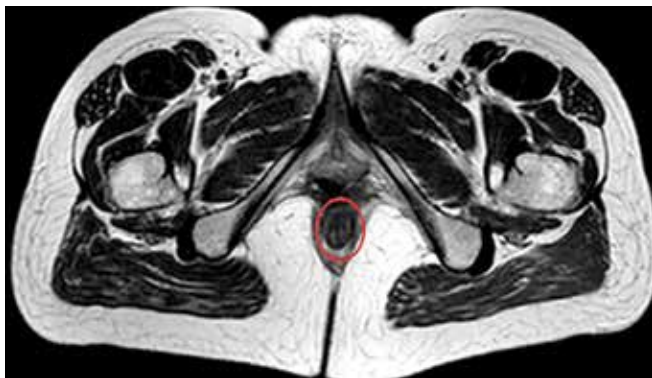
Магнитно-резонансная томография малого таза пациентки Т. от 12.12.2018
